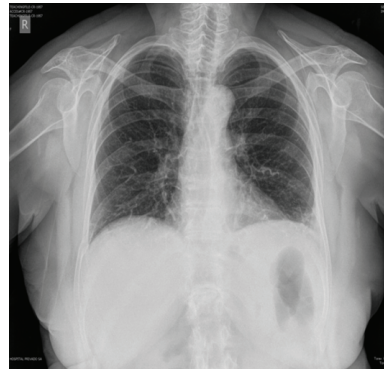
Radiografía de tórax de frente. Se observa material radiopaco vermiforme en ambos campos pulmonares
